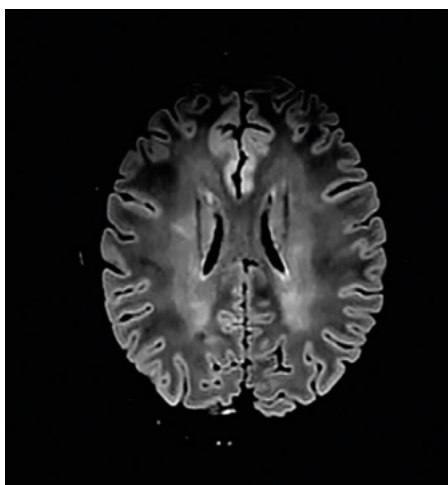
GFAP astrocytopatie. Difúzní změny v sekvencích FLAIR v bílé hmotě a s tečkovitým syčením gadoliniem u pacienta s GFAP astrocytopatií
